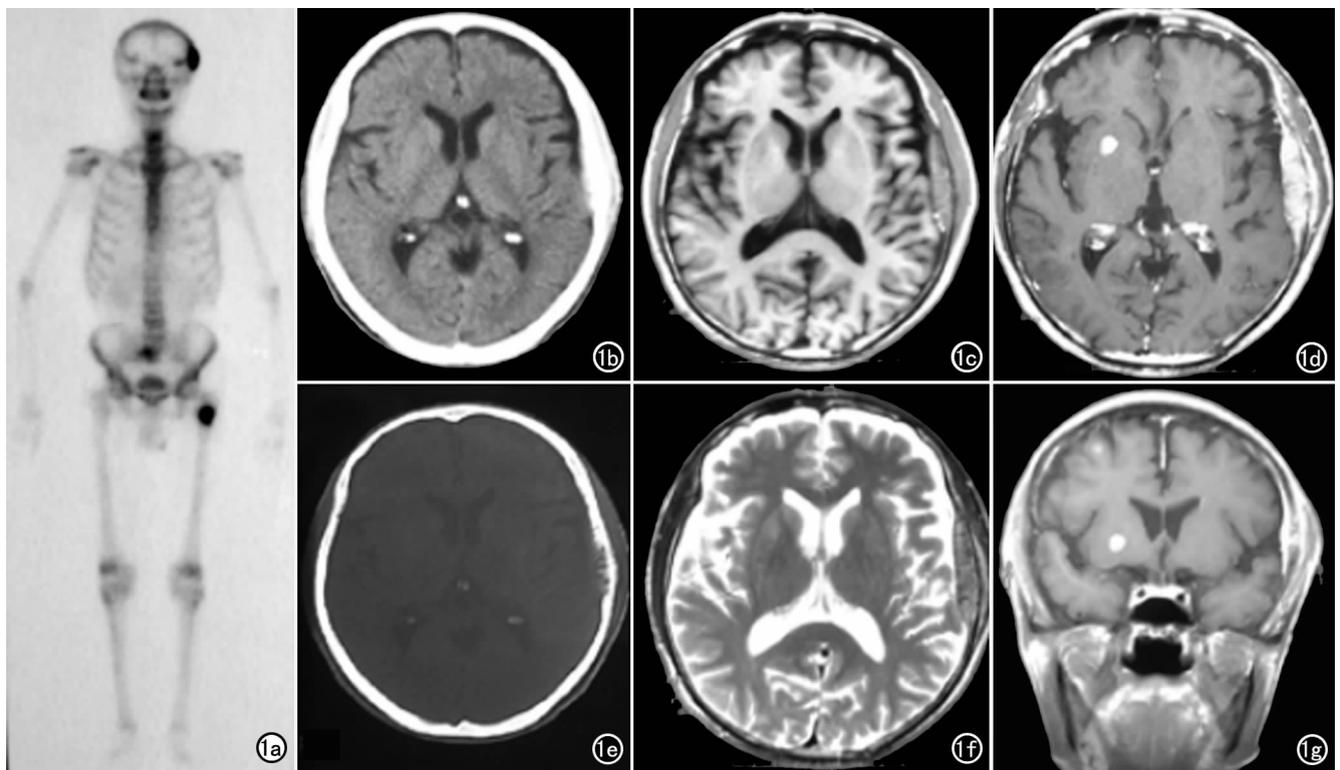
肺癌单发颅骨转移及颅内转移。a) ECT 骨扫描示左股骨上段和左颞骨异常浓聚; b) CT 平扫软组织窗示左颞骨增厚,局部脑回受压; c) MRI  $T_1$ WI 横轴面示左颞骨骨质呈新月形等低信号影; d) MRI 增强扫描横轴面; e) CT 平扫骨窗示左颞骨骨质破坏; f) MRI  $T_2$ WI 横轴面示左颞骨骨质呈新月形稍高信号影; g) 冠状面示左颞骨骨质病灶强化明显,另可见右基底节区脑实质内强化的转移灶。
